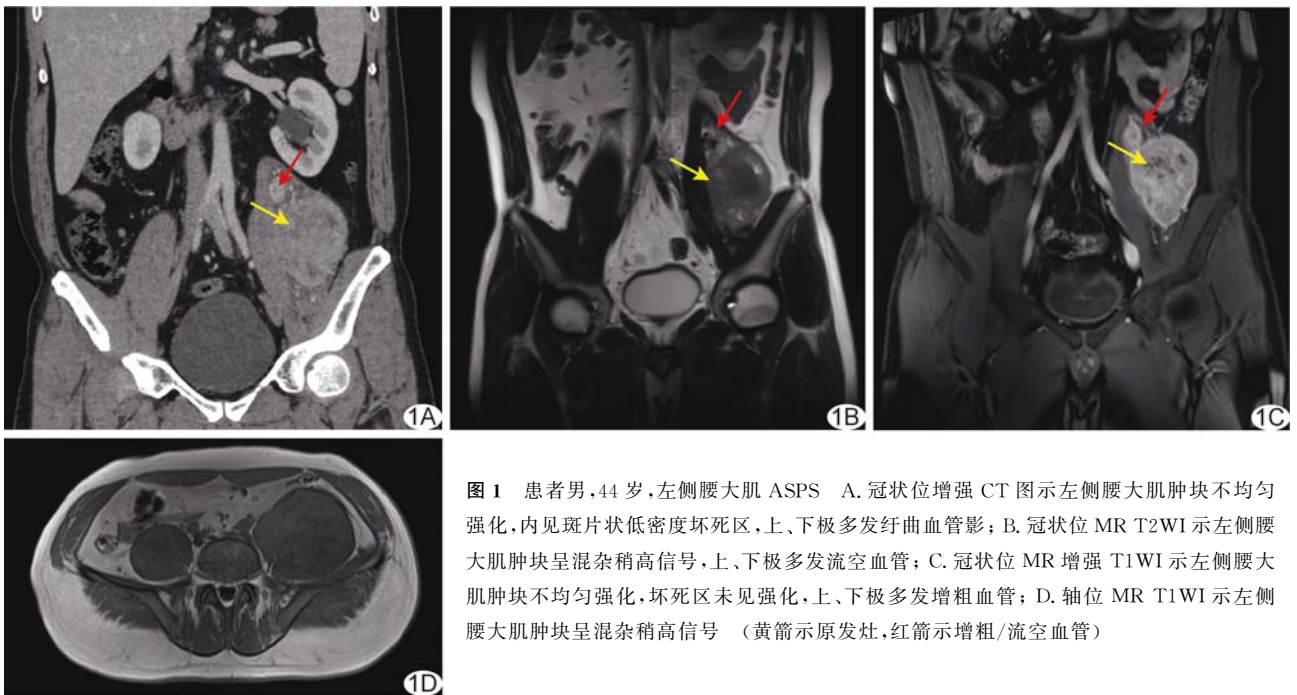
患者男, 44 岁, 左侧腰大肌 ASPS A. 冠状位增强 CT 图示左侧腰大肌肿块不均匀强化, 内见斑片状低密度坏死区, 上、下极多发迂曲血管影; B. 冠状位 MR T2WI 示左侧腰大肌肿块呈混杂稍高信号, 上、下极多发流空血管; C. 冠状位 MR 增强 T1WI 示左侧腰大肌肿块不均匀强化, 坏死区未见强化, 上、下极多发增粗血管; D. 轴位 MR T1WI 示左侧腰大肌肿块呈混杂稍高信号 (黄箭示原发灶, 红箭示增粗/流空血管)
